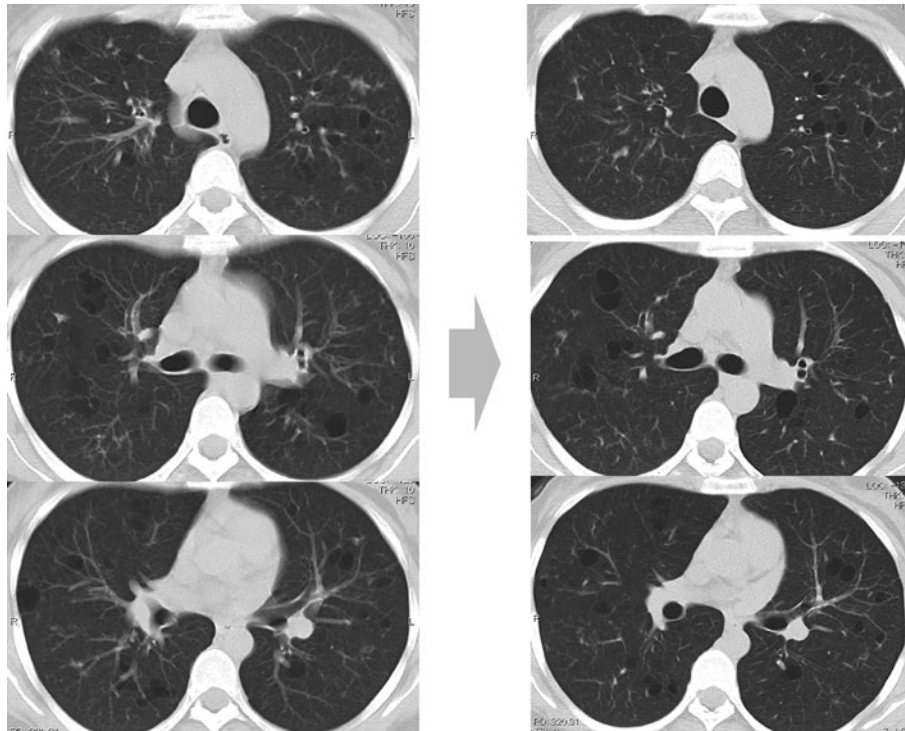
第1子出産後胸部単純CT (左), 第2子出産後胸部単純CT (右). 両肺野びまん性の多発囊胞陰影は残存していたが, 明らかな増悪は認めなかった.
